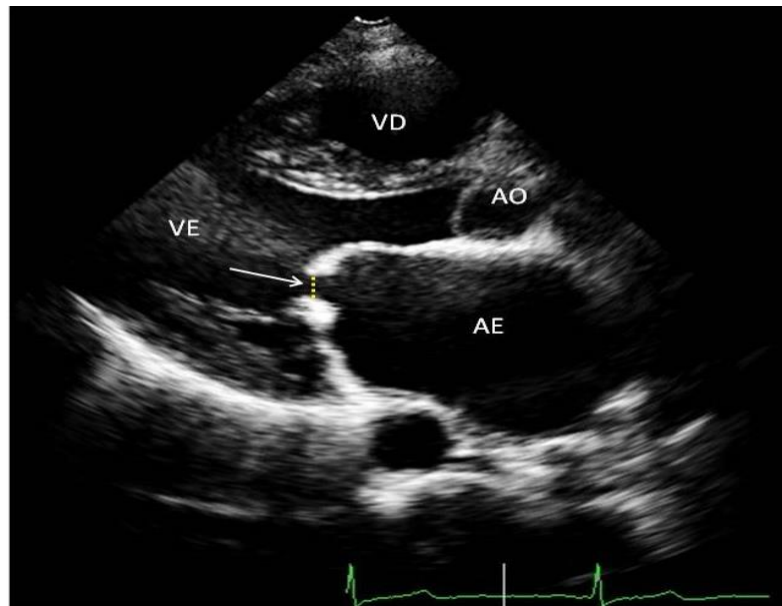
Imagem ao ecocardiograma bidimensional, corte paraesternal eixo longo. A medida é realizada na excursão máxima dos folhetos da valva mitral. Imagem de um paciente incluído no estudo.
